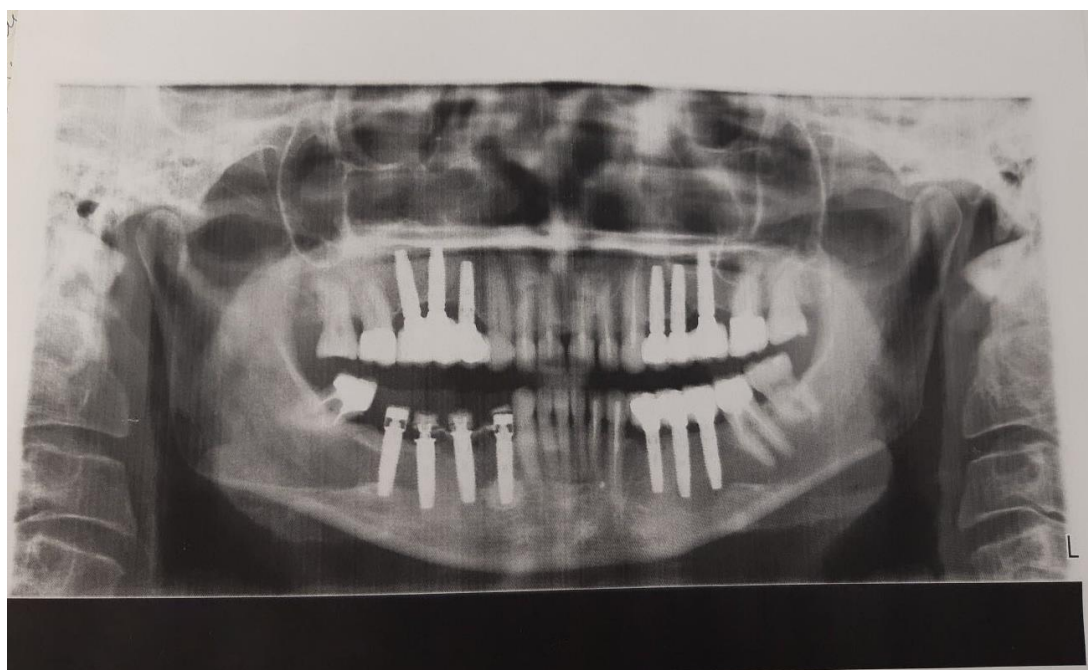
Ортопантомограмма больной А, 53 года
